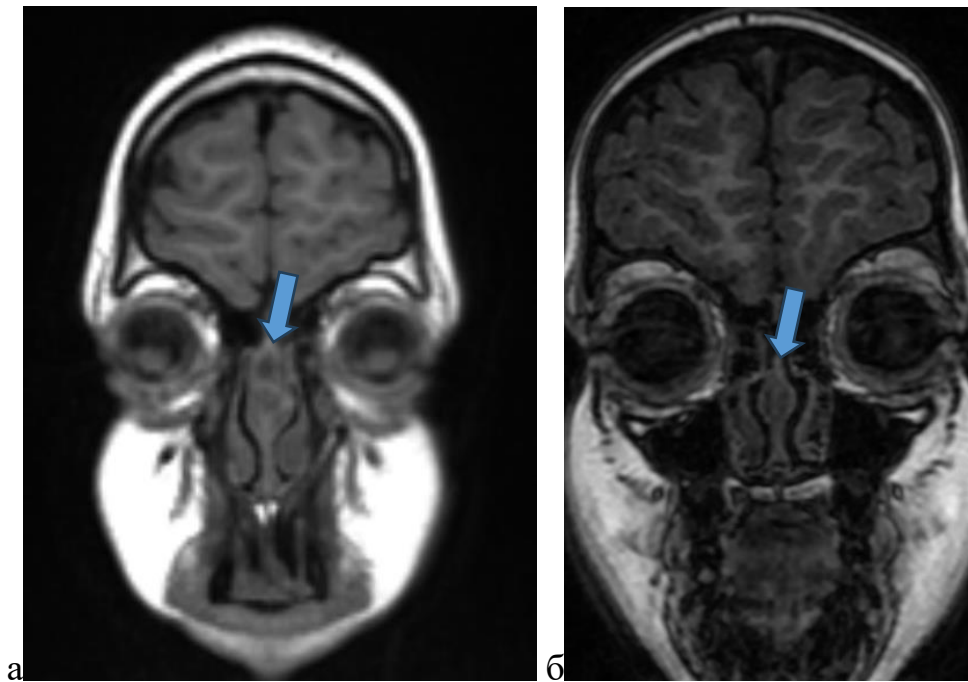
МРТ головного мозга в коронарной проекции пациента П., 3 лет с диагнозом: Дермоидная киста наружного носа, осложненная остеомиелитом костей носа справа: а — до операции; б — через 12 месяцев после операции (стрелкой указано место расположения дермоидной кисты)
